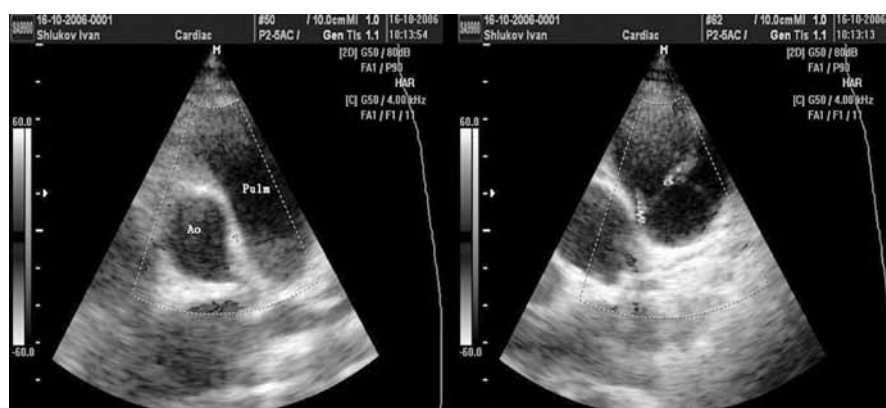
Эхокардиограммы выполнены из левого парастерального доступа по короткой оси. В зоне интереса восходящая аорта и ствол легочной артерии в режиме цветного доплеровского картирования. Слева визуализирована фистула небольших размеров между аортой и стволом легочной артерии. На правой эхограмме визуализируется поток через фистулу/свищ из аорты в ствол легочной артерии
